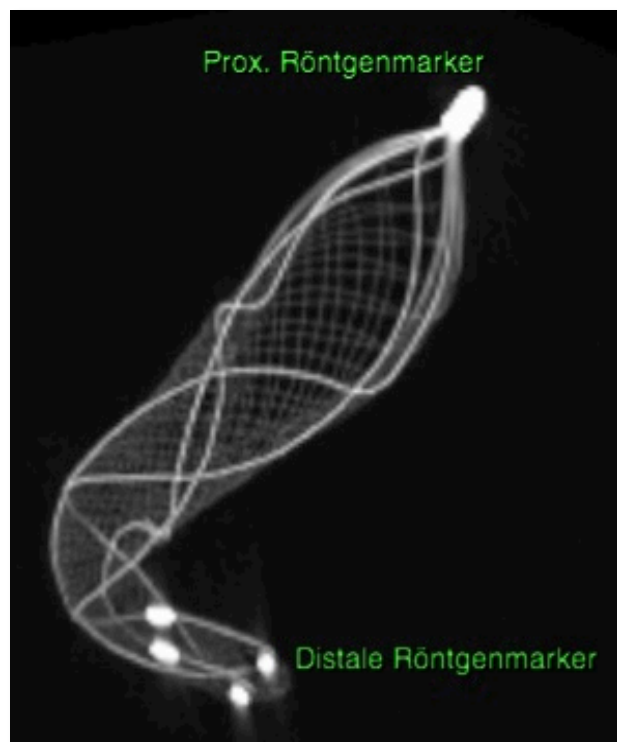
3-D-Rekonstruktion des Volumendatensatzes aus dem Mikro-CT mit besserer Sicht auf das distale Stentende.
